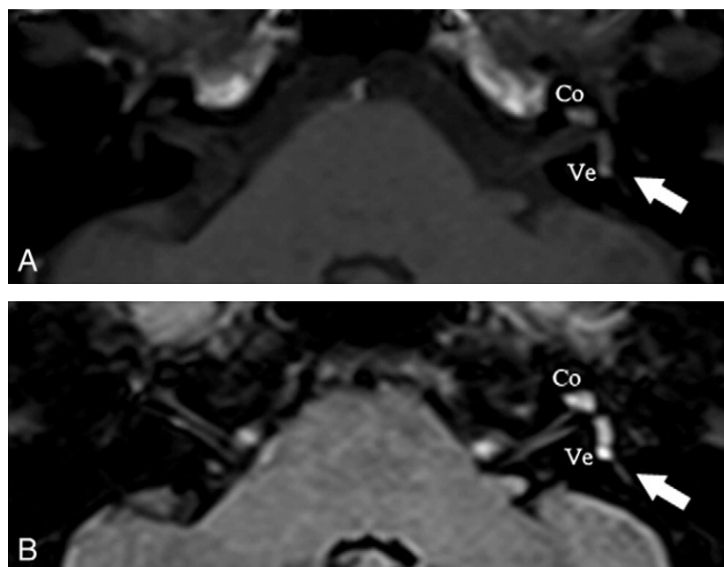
Imagens de RM de suspeita de hemorragia intralabiríntica. Sinal hiperintenso (seta) observado na cóclea e vestibulo esquerdos em ponderação T1 (A) e 3D-FLAIR (B) [15]. Co: cóclea, Ve: vestibulo.
